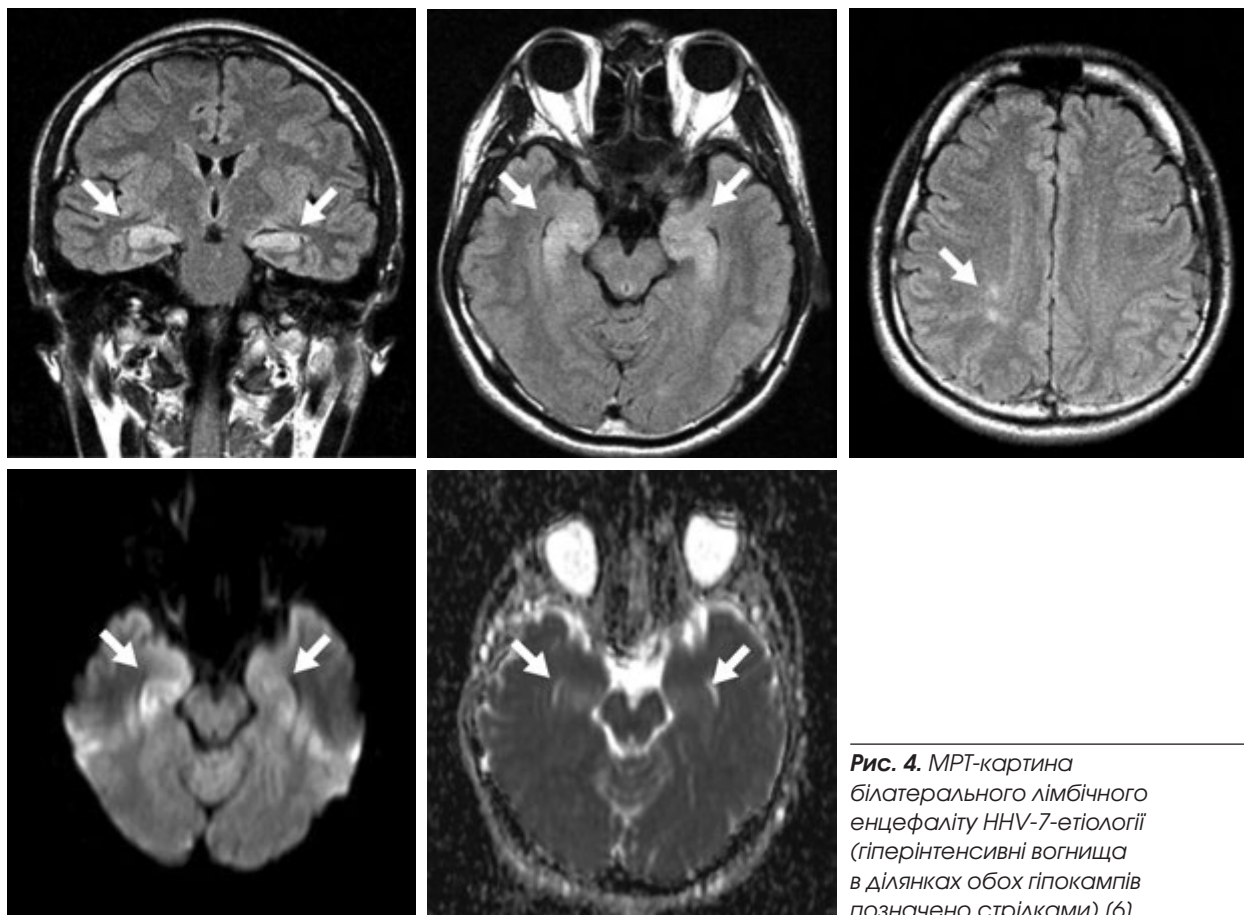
МРТ-картина білатерального лімбічного енцефаліту HHV-7-етіології (гіперінтенсивні вогнища в ділянках обох гіпокампів позначено стрілками) (6)
